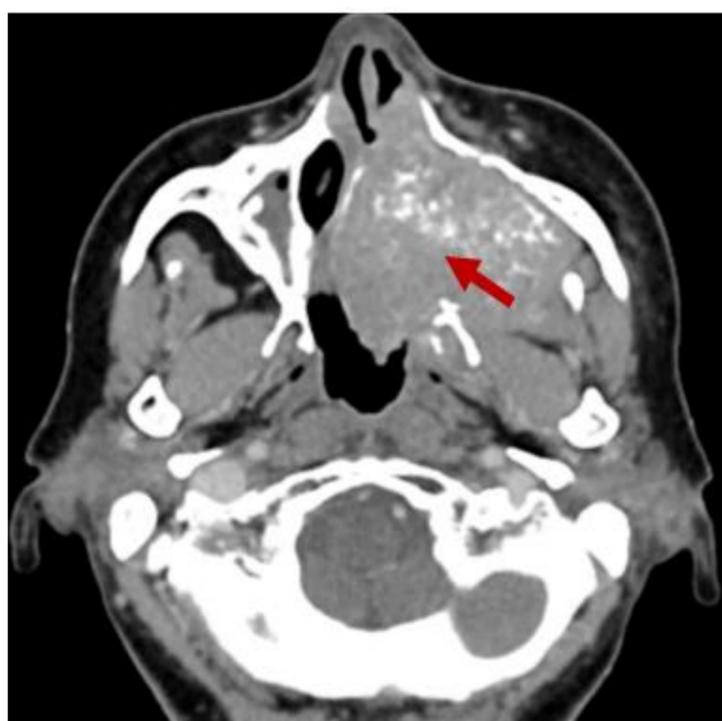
TAC axial sin contraste. Destrucción pared medial sinusal. Carcinoma escamoso no queratinizante
